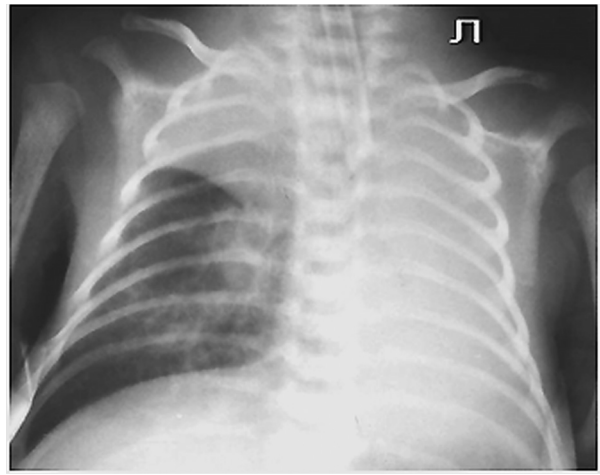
а, б. Рентгенограми ОГК недоношеної дитини у віці 3 тижнів (а) та 1 міс. 2 тижнів життя (б). Чергування ателектазів у однієї дитини в різні періоди лікування. Ателектази верхньої частки справа та лівої легені (а), ателектаз правої легені та компенсоване здуття лівої легені з формуванням медіастинальної псевдокили (б).
